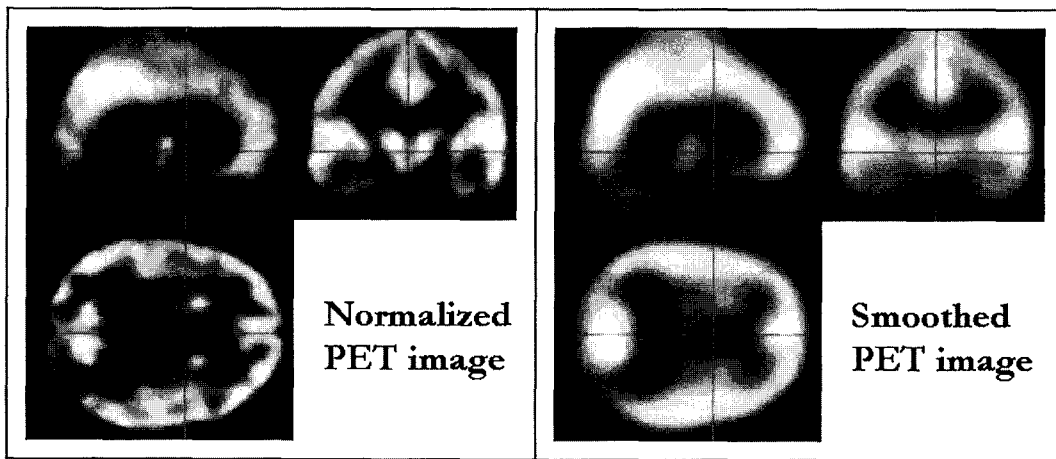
16 mm FWHM을 갖는 가우시안 커널로 편평화하기 전(왼쪽)과 후(오른쪽)의 공간정규화된 PET 영상
